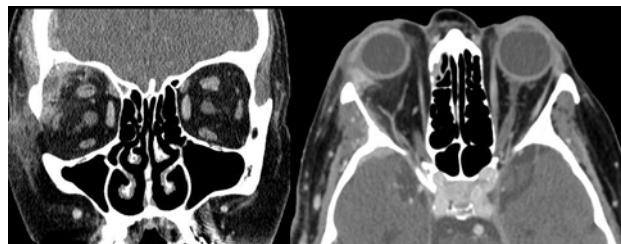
TC de órbita con contraste en cortes a) coronal y b) sagital, donde se observa una sinusopatía inflamatoria frontal derecha, con celulitis orbitaria preseptal ipsilateral y un absceso subperióstico en la región superolateral de la órbita.
